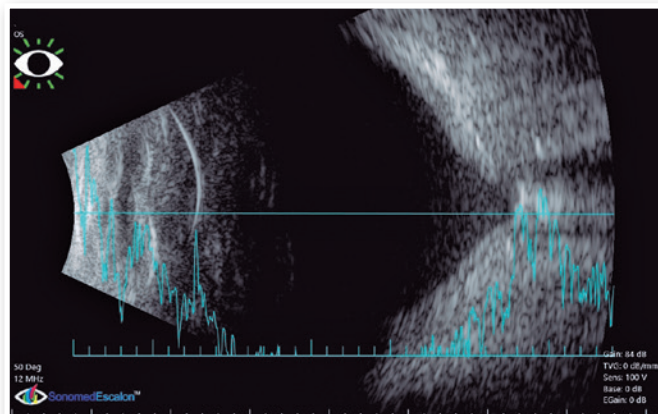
Ultrassonografia da esquerda.
